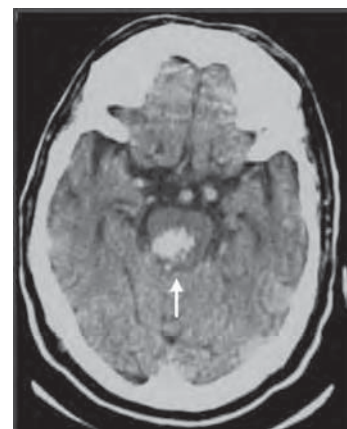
/11.- TAC de cráneo. Hematoma de tronco encefálico.
